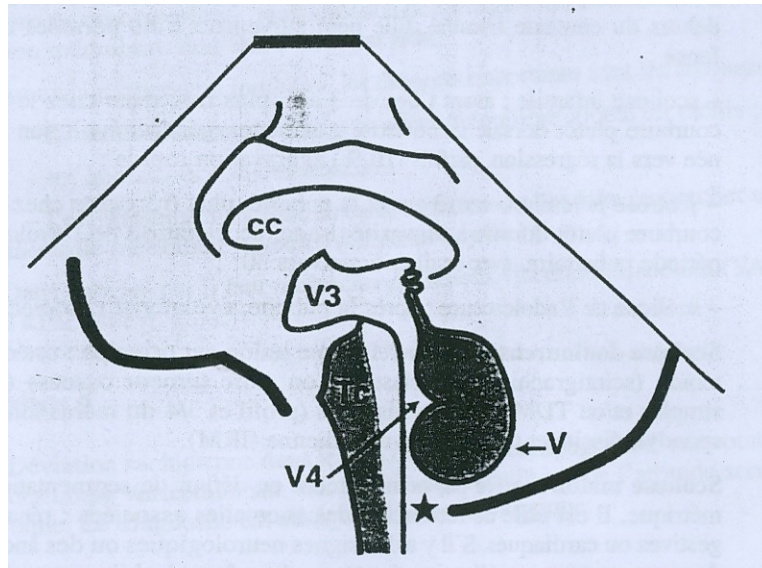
Echographie cérébrale, coupe sagittale médiane, (cc) corps calieux, (V3) troisième ventricule, (V4) quatrième ventricule (V) vermis, (TC) tronc cérébral (*) grande citerne. [13]
